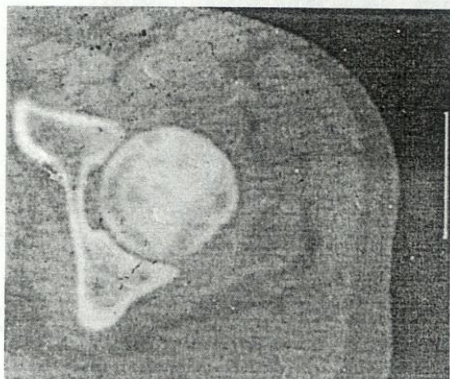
Компьютерная томограмма больного с начальной стадией асептического некроза головки бедренной кости: в субхондральной зоне имеются мелкие кистозные полости с жидким содержимым, окаймленные участками склероза
